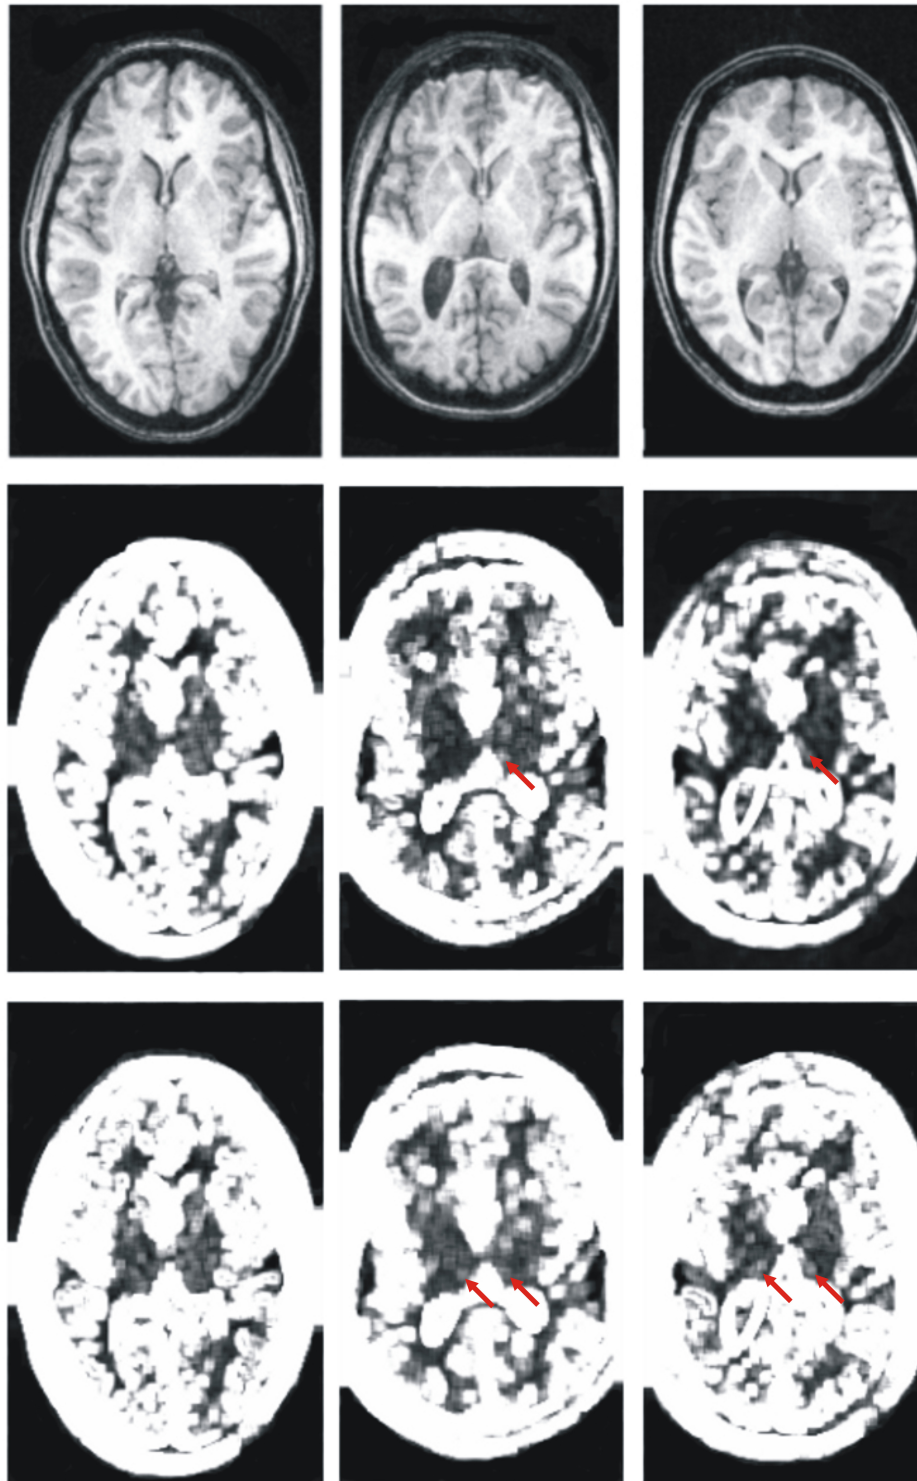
Na parte superior: Cortes axiais de imagens de RM de um dos controles (esquerda) e de dois pacientes (centro e direita). Na parte central: Mapas de Contraste para os indivíduos correspondentes. Na parte inferior: idem para a Variância da Diferença. Em todos os casos, $d = 4$ e $\theta = 45^\circ$.
